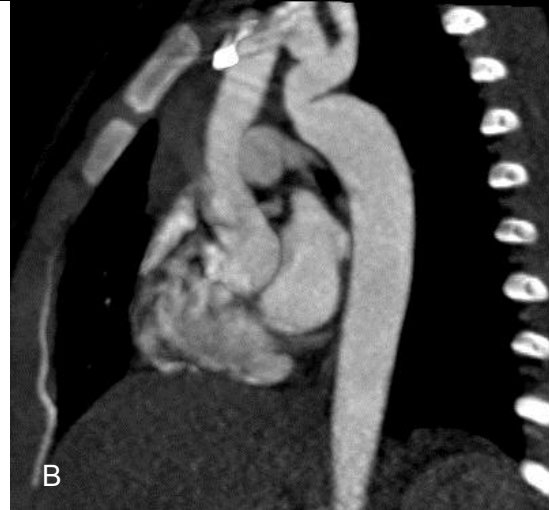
Hipoplasia del segmento transverso del cayado aórtico. Angiotomografía en corte axial (A) y reconstrucción multiplanar sagital oblicua izquierda (B), en la que se muestra disminución del calibre en el segmento transverso del cayado aórtico, en un paciente con coartación aórtica. Se observa también ligera dilatación postestenótica en la aorta descendente.
